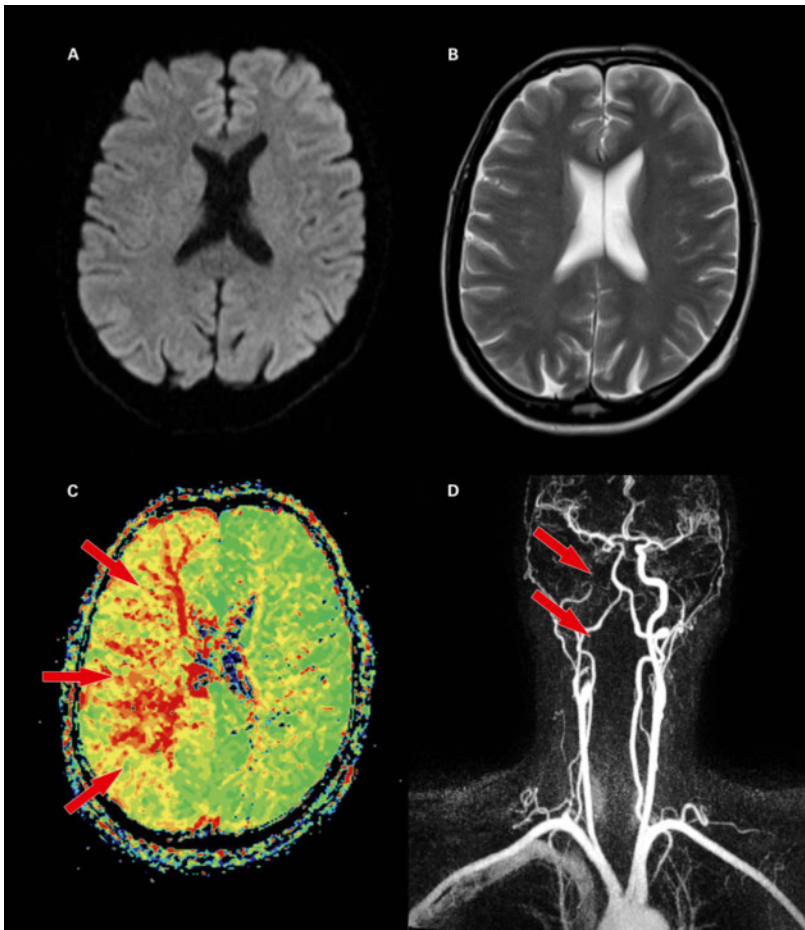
Patient de 58 ans avec AIT, chez lequel l'IRM a révélé une occlusion de l'artère carotide interne droite (flèches), avec trouble de la perfusion (flèches), sans infarctissement tissulaire permanent.
